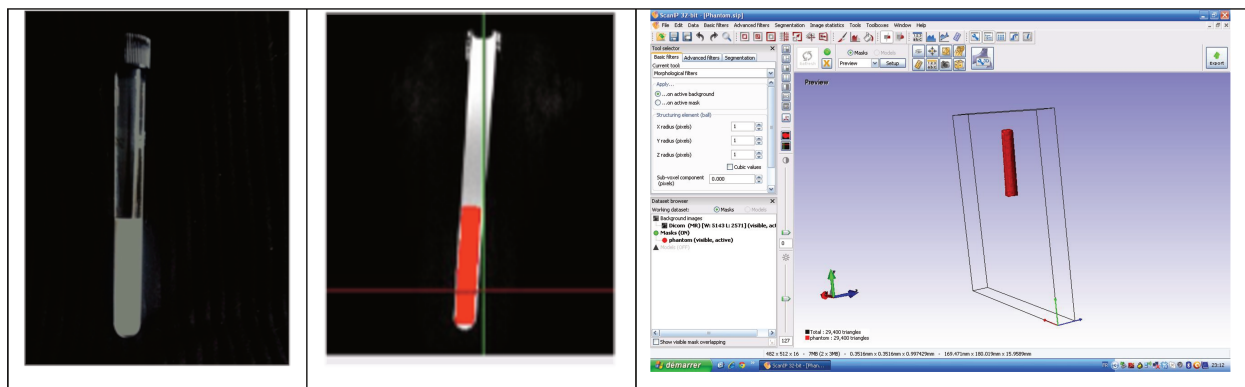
Fantôme placé dans un tube à essai rempli d'eau pour le passage en IRM. Image IRM du Fantôme et Segmentation. Reconstruction tridimensionnelle et modèle géométrique Scan IP.
